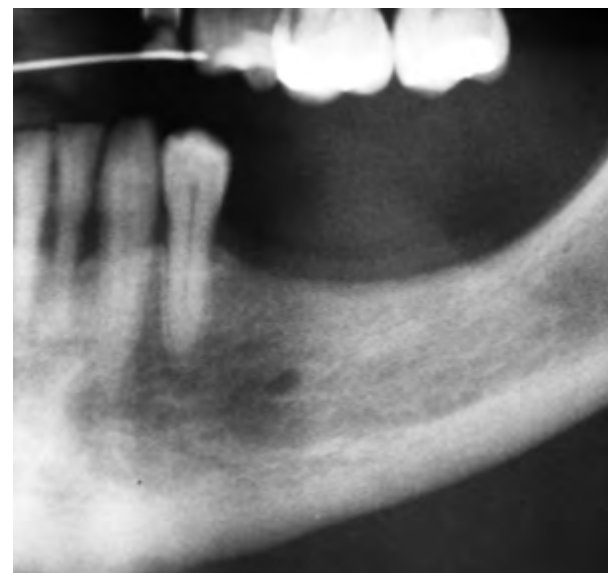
Radiografia panorâmica mostrando a atrofia da região posterior de mandíbula, sendo indicada realização de osteotomia *sandwich*.
